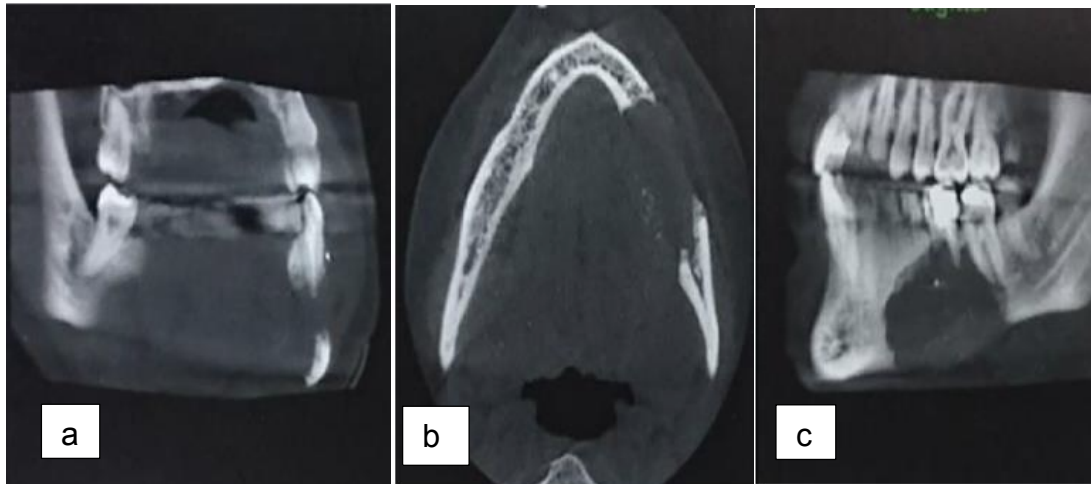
Proyecciones de CBCT (a) coronal, (b) axial y (c) sagital.³⁹
